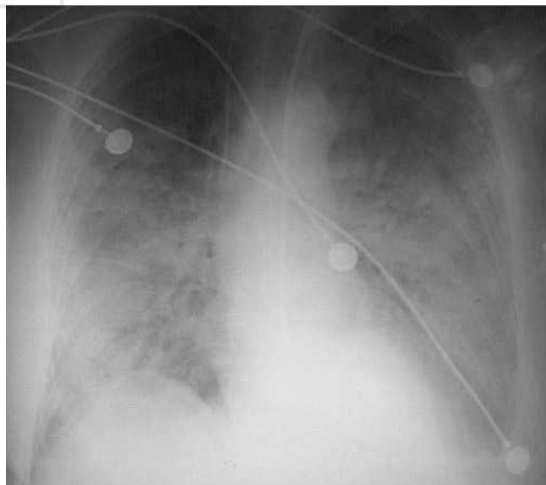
Рентгенографія бронхопневмонії
